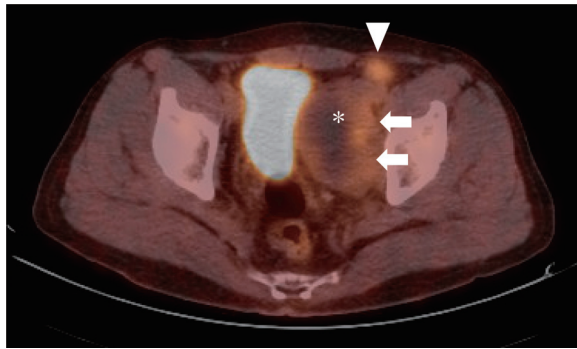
FDG-PET CT demonstrated a high accumulation of FDG outside of the tumor (SUV = 3.1, arrows) and in the ventral tumor (SUV = 3.4, arrow head). Asterisk: the area of CT-guided core needle biopsy.
